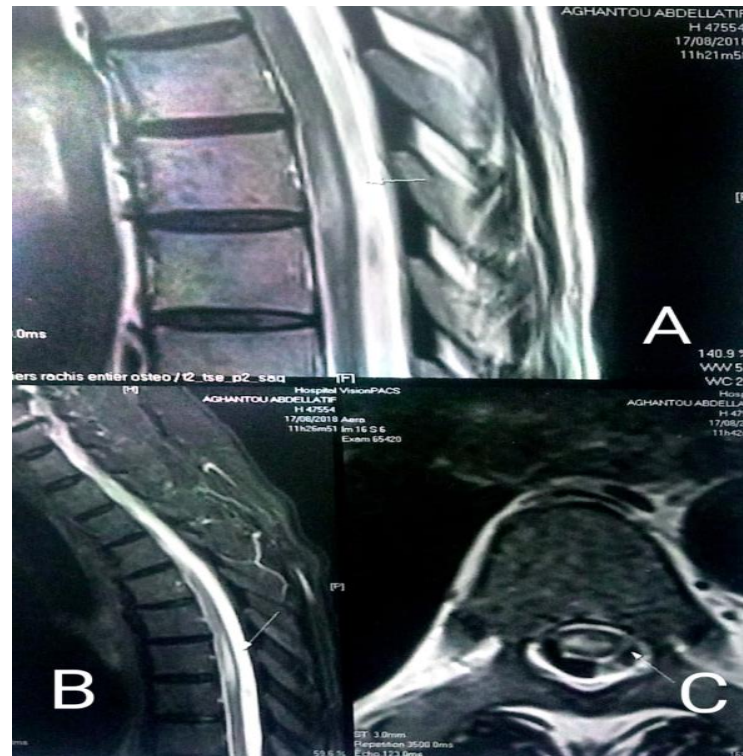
IRM médullaire, coupe sagittale (A et B), et axiale (C), Séquence T2, objectivant une lésion intramédullaire en hypersignal située en regard de D6-D7 chez un patient atteint de Neurosyphilis.
